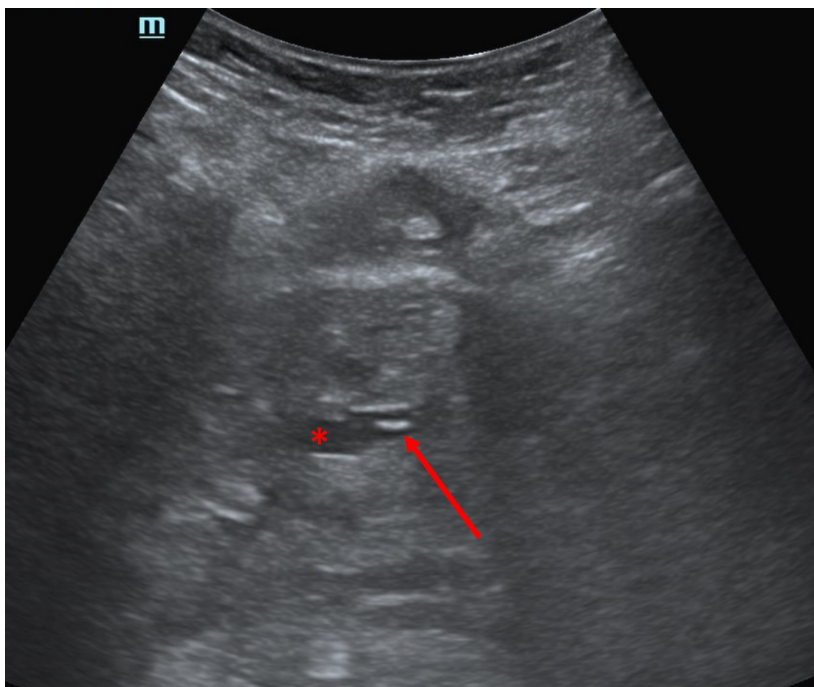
超音波引導肝內膽管穿刺。用 21 針同軸針（箭號）穿刺擴張的 S2 肝內膽管 (*)。由於肝左葉的位置較高且位於劍突上方，該視圖中只能顯示出針尖，無法將整隻針都呈現出來。
